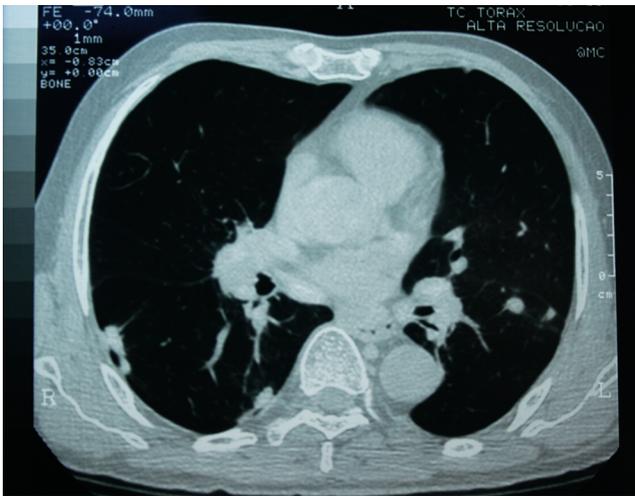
Sarcoidose. Tomografia computadorizada do tórax de alta resolução do mesmo paciente da Figura 2, mostrando nódulos intraparenquimatosos bilaterais e subpleurais à direita, nódulos não visíveis radiologicamente
